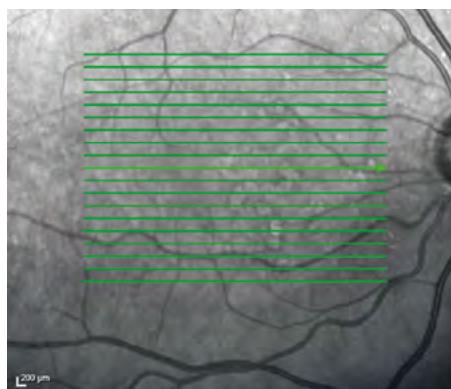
a: Okuläre Kohärenz tomografie (OCT) des rechten Auges. Bei der OCT setzt sich der Patient vor das Gerät und legt dabei Kinn und Stirn auf die dafür vorgesehene Ablage. Das Auge wird mit einem speziellen Laser durchleuchtet. Dabei reflektieren die verschiedenen Netzhautschichten das Laserlicht mit unterschiedlichen Laufzeiten. Das Verfahren ist ähnlich wie ein Ultraschall nicht-invasiv. Links: Enface-Bild, rechts: Schnittbild. Es zeigen sich makuläre Drusen als Zacken im Bereich des retinalen Pigmentepithels (Pfeile). Sonst Normalbefund.
